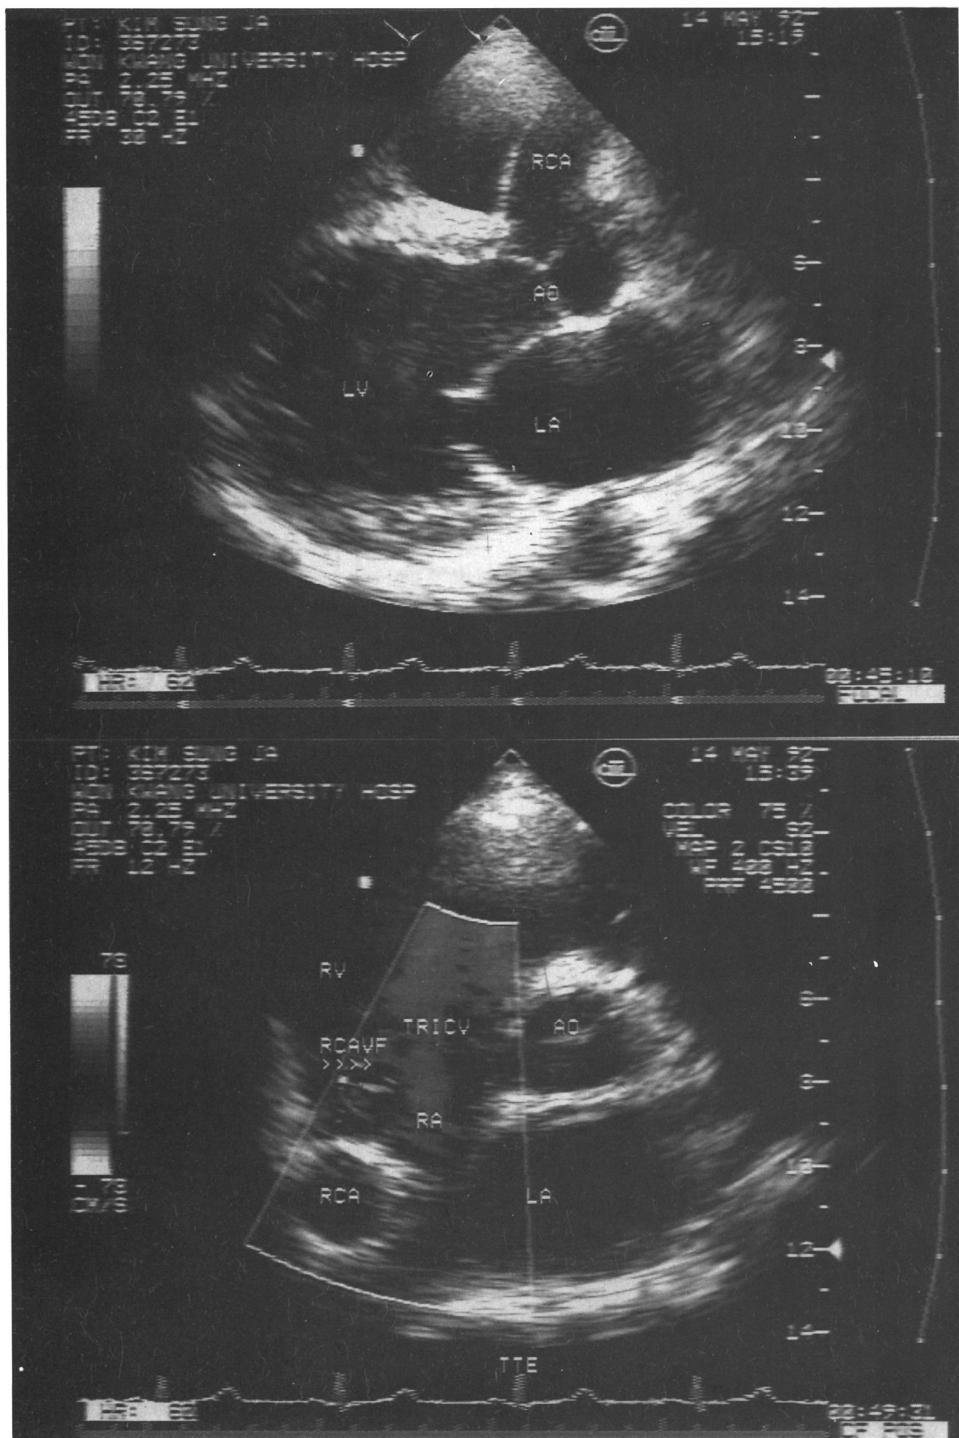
Transthoracic parasternal long-axis view (A) and right ventricular inflow short-axis view (B) show a markedly dilated right coronary artery (RCA, luminal diameter-20 mm) and mosaic-colored flow signals above the tricuspid valve(TRICV) during diastole indicating turbulent blood flow(>>>). LA : Left atrium, RA : Right atrium, LV : Left ventricle, RV : Right ventricle, AO : Aorta, RCAVF : Right coronary arteriovenous fistula, TTE : Transthoracic echocardiogram.
